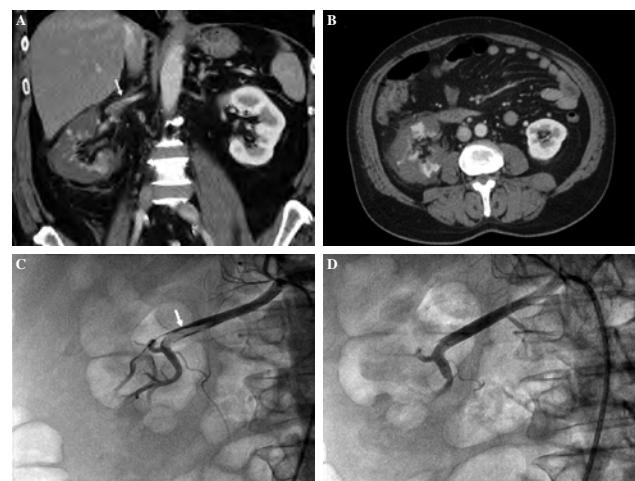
Abdominal CT revealed a right sided renal infarct with a nonfunctional renal cortex (A, B). Angiography revealed 90% obstruction of right-sided renal artery (C). Thrombectomy with the use of an aspiration catheter was performed and renal arterial flow was obtained (D).
